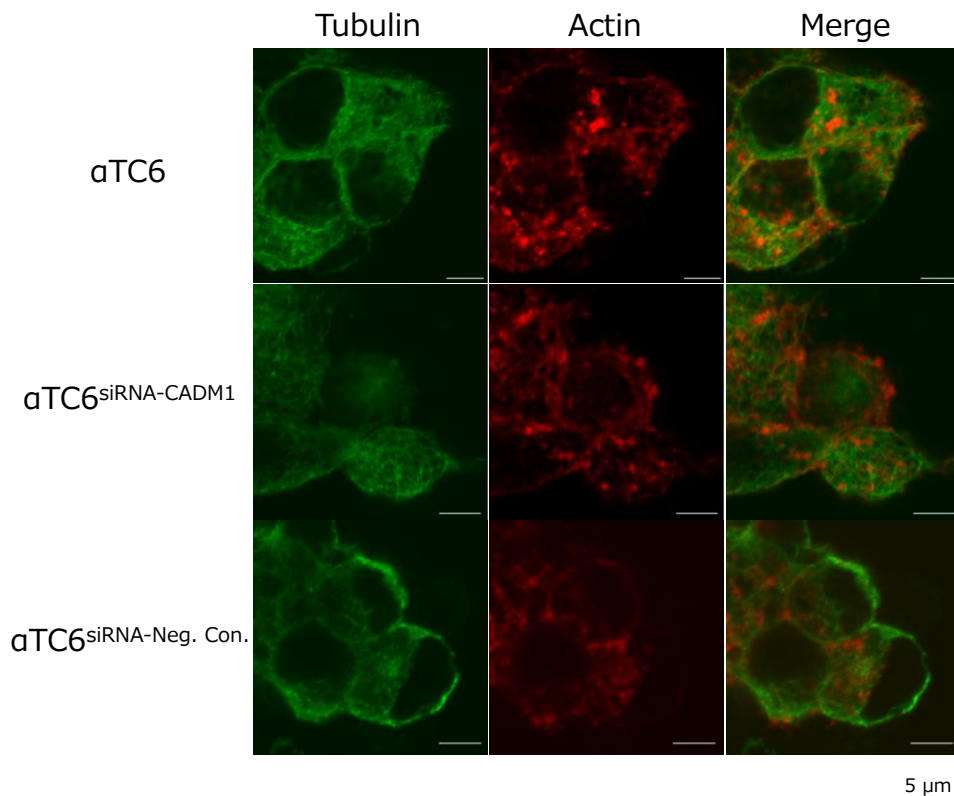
α TC6細胞と α TC6^{siRNA-CADM1}細胞、 α TC6^{siRNA-Neg. Con.}細胞の細胞内骨格タンパク質（微小管チューブリン、アクチン）の構造。各細胞間で細胞内骨格タンパク質の局在や発現量に大きな差はみられなかった。
